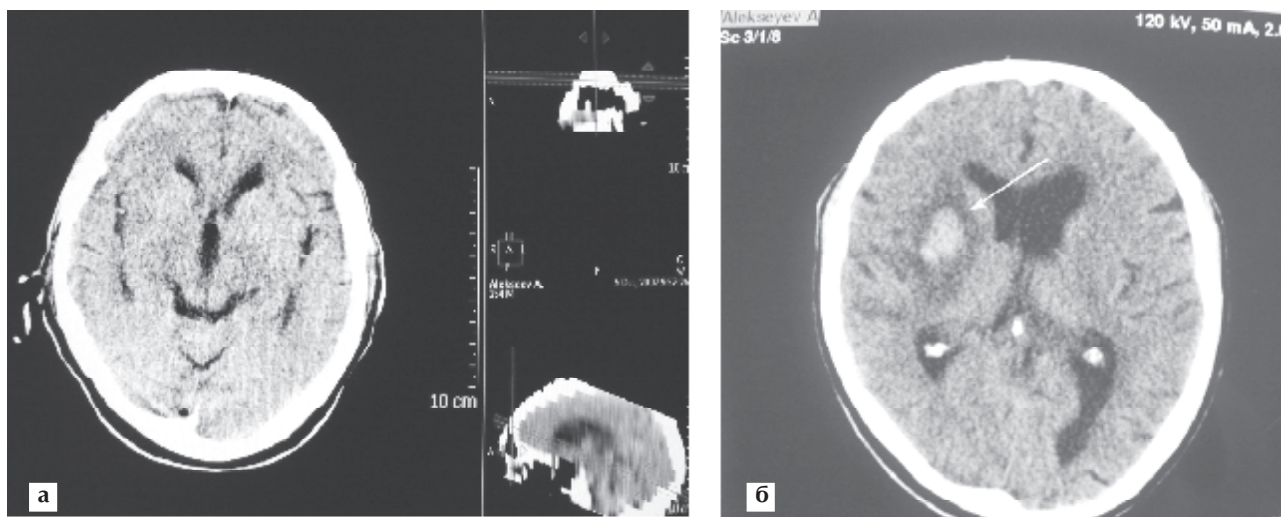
КТ головного мозга до (а) и после тромболиза (б). Стрелкой указан участок паренхимальной гематомы объемом 5 см³.
